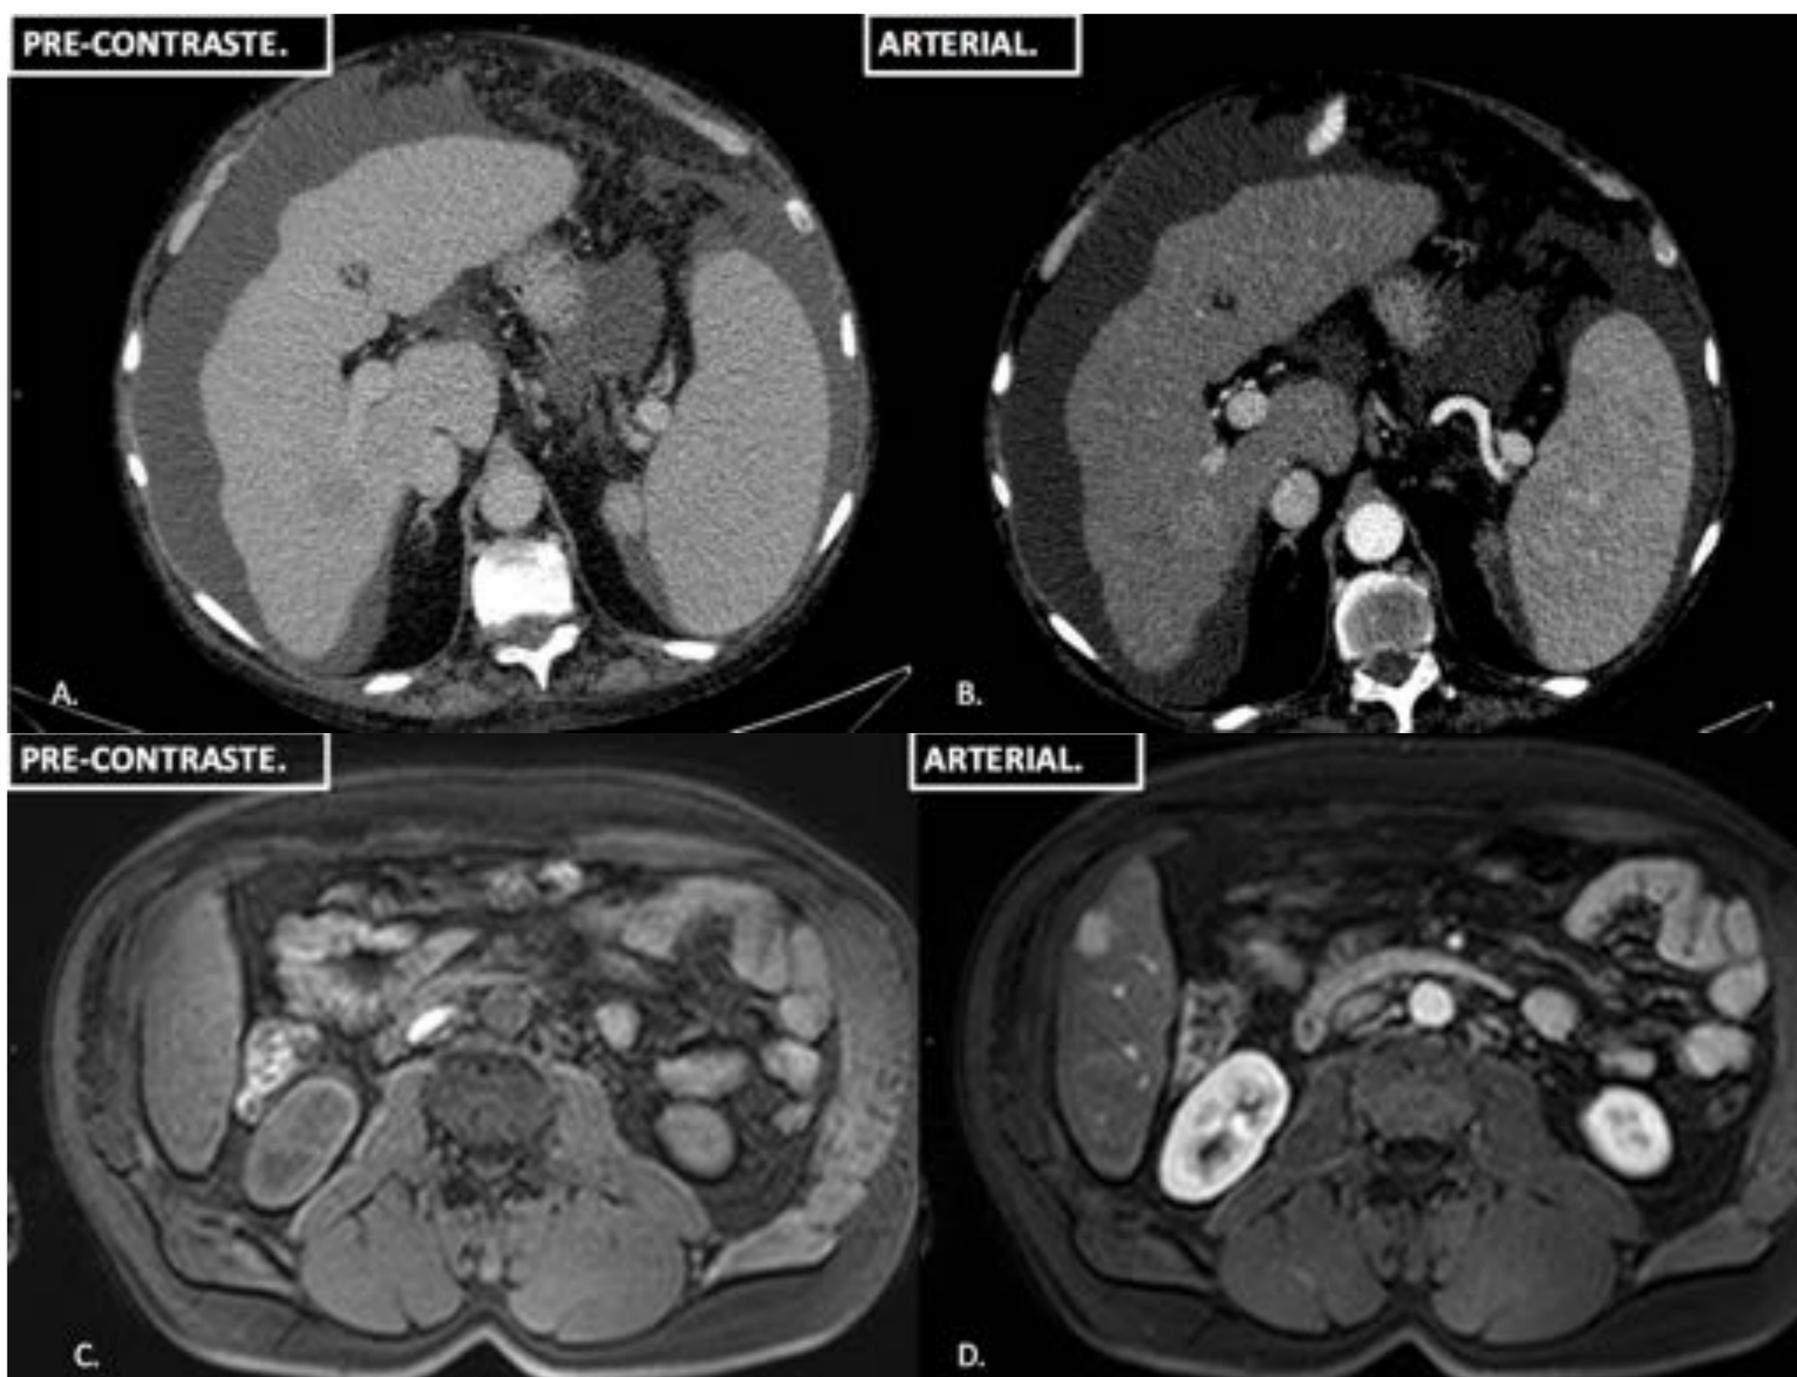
Ejemplos de observaciones que demuestran hiperrealce en fase arterial tanto en estudio dinámico de TC (A y B) como en estudio dinámico RM (C y D).
